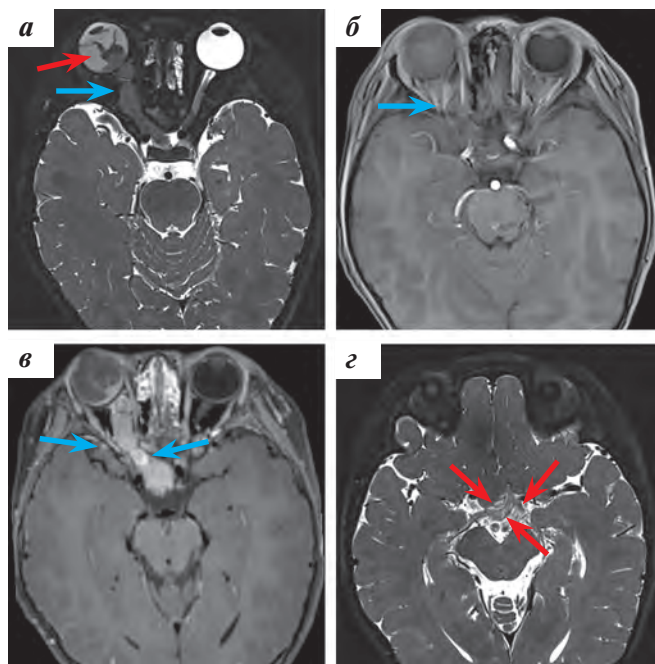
МРТ с ВК орбит и головного мозга в аксиальной плоскости: а – T2 space: под отслоенной сетчаткой визуализируется опухоль в заднем сегменте глаза (красная стрелка) с распространением в ЗН до хиазмы (синяя стрелка); б, в – T1-взвешенное изображение до ВК, T1 space после ВК в аксиальной плоскости: отмечается интенсивное накопление контрастного препарата опухолевыми тканями (синие стрелки); г – T2 space: МР-сигнал от хиазмальной области и начальных отделов зрительных трактов изменен (красные стрелки)
